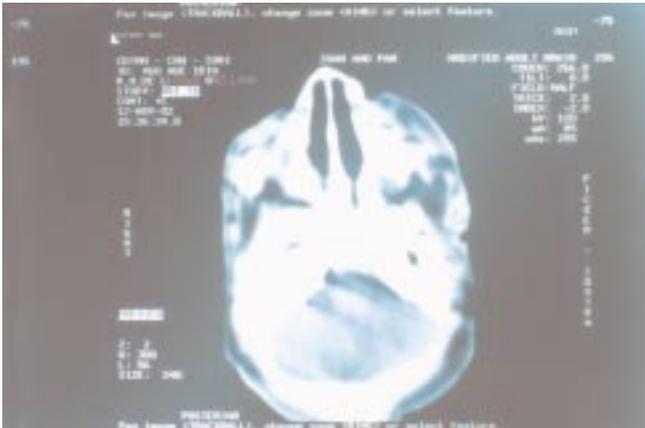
TAC donde se aprecia ensanchamiento del vómer con obstrucción completa bilateral a nivel de coanas, con predominio del lado derecho.
